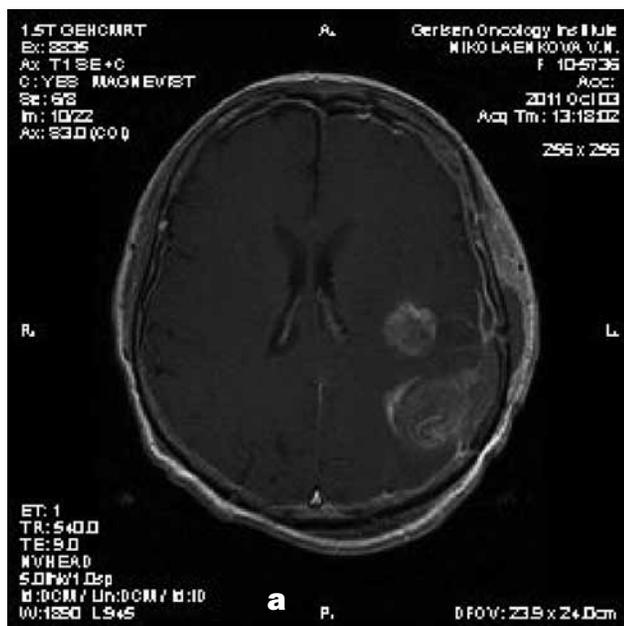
МРТ головного мозга в T1 режиме с контрастным усилением: а – аксиальная проекция; б – сагиттальная проекция.
